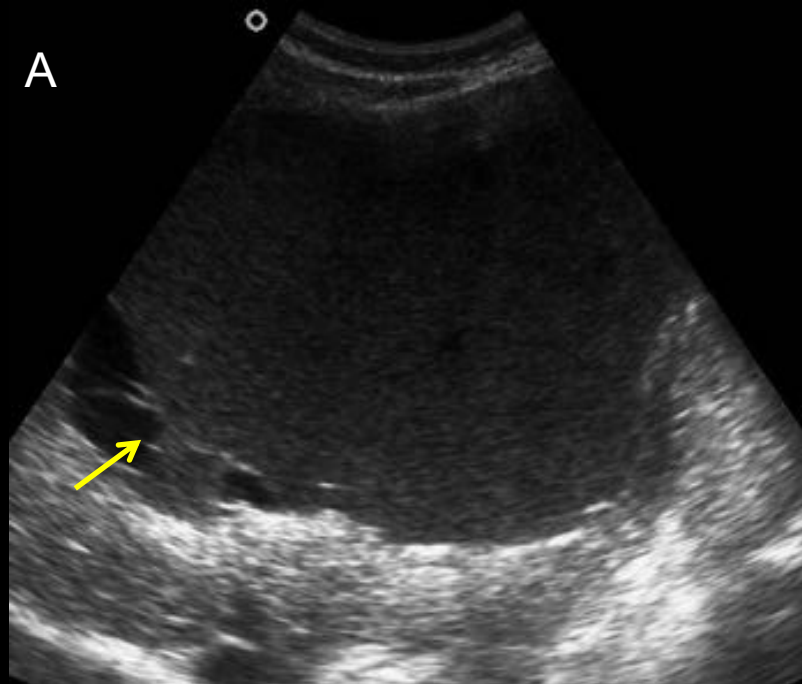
Cistoadenoma biliar. Imágenes de ecografía en modo B (A) y TC axial dinámico en fases arterial (B) y portal (C). Lesión quística en ecografía con contenido ecogénico que ocupa la mayor parte del quiste, con loculaciones en su zona posterior, con aspecto más anecoico (flecha amarilla en A). En la TC, la lesión es predominantemente quística, con una lesión con efecto masa sobre el parénquima hepático colindante, de paredes delgadas y finos septos (flechas rojas en B y C). No hay dilatación de la vía biliar.
